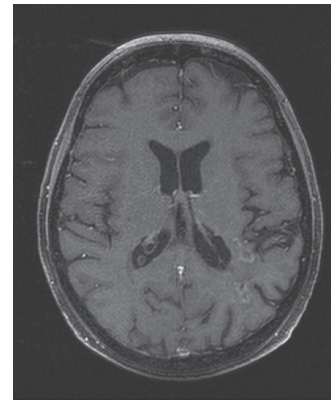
МРТ головного мозга с контрастом через 18 мес после протонной терапии
